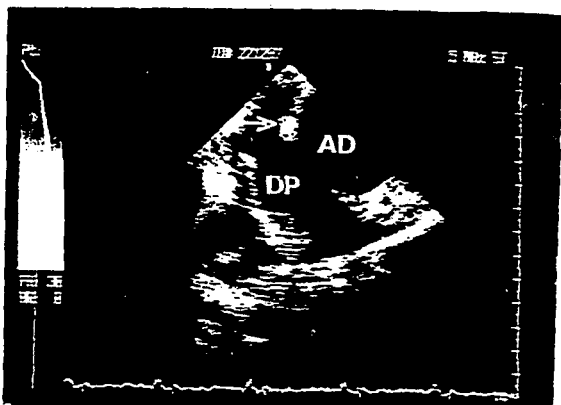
ETE a nivel del atrio derecho. La flecha demuestra un misil (bala calibre 22) cercana a la pared lateral auricular, en presencia de hematoma pericárdico. ETE= Ecocardiograma tranesofágico; DP= Derrame pericárdico; AD= Aurícula derecha.
